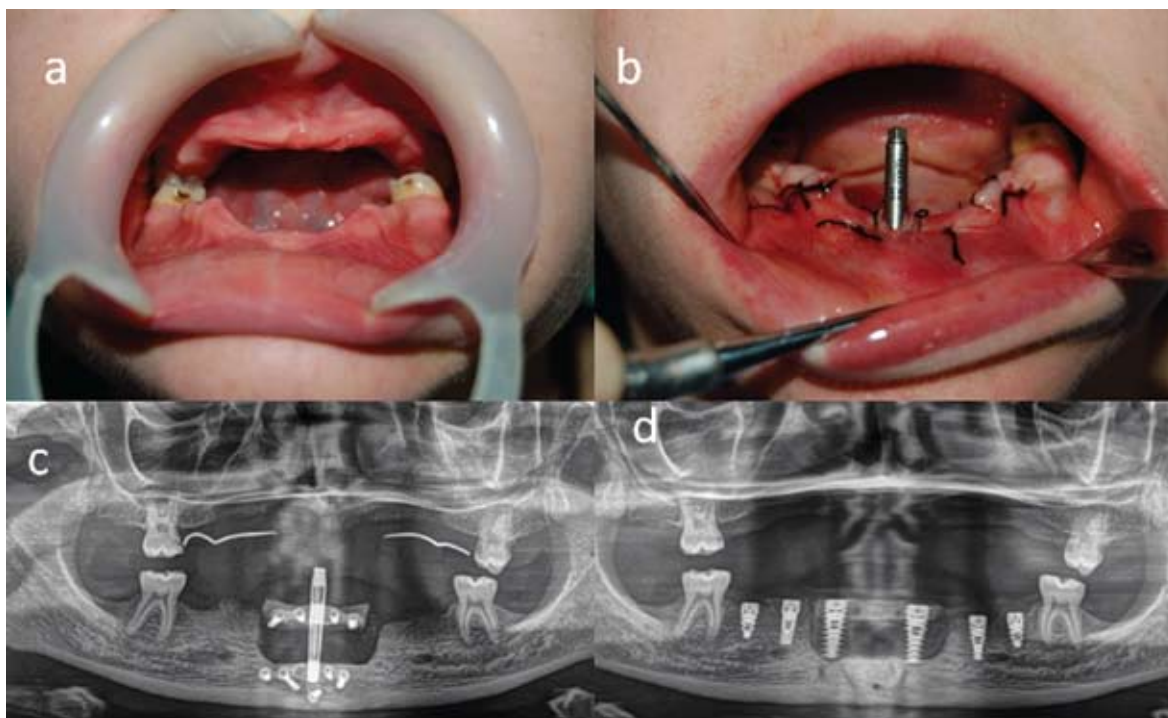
Elongarea dirijată cu dispozitivul de compresie și distracție: aspect preoperator (a) și postoperator (b), ortopantomografiile cu dispozitivul de distracție și fragmentul elongat (c) și după instalarea implanturilor (d)
